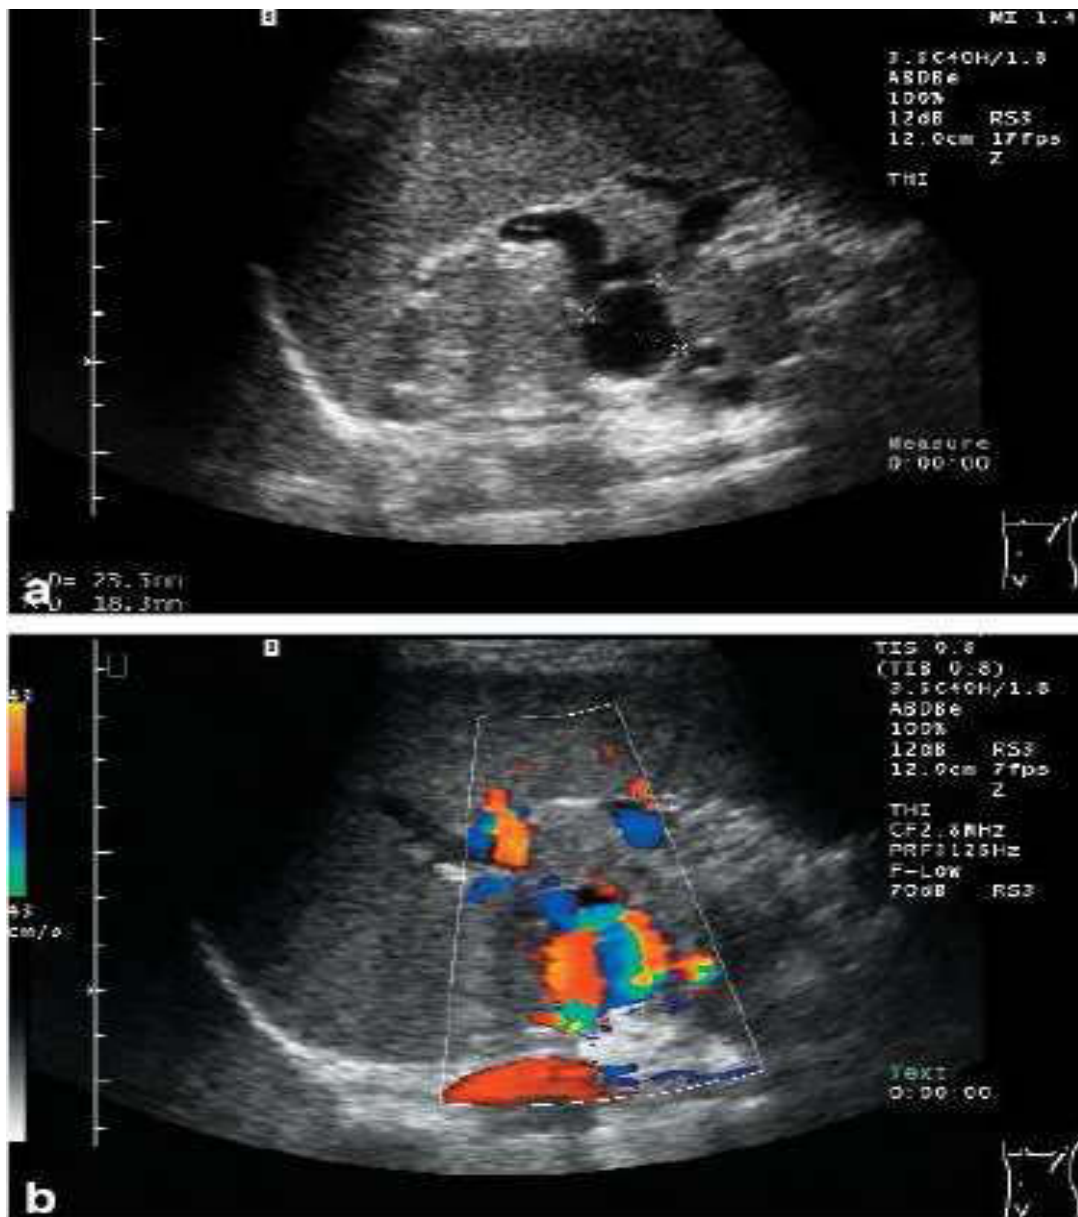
Sonografische Darstellung eines nahe am Milzhilus gelegenen Aneurysmas der A. lienalis; a: B-Mode, b: Farbduplex-Sonografie [18]
